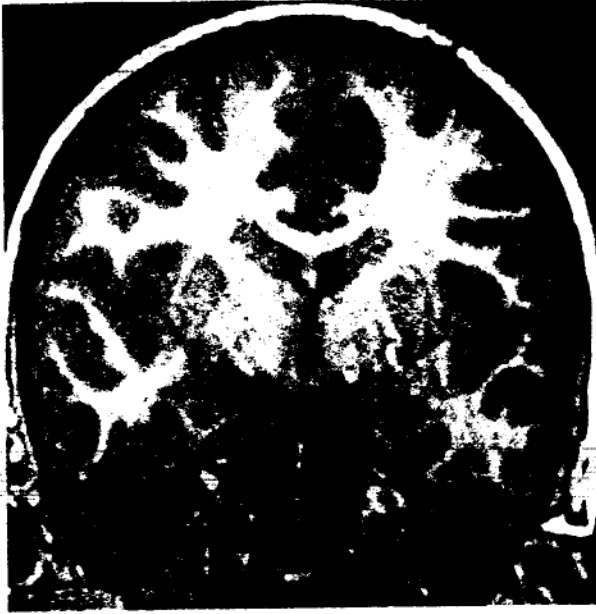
IRM în ponderație T1:
